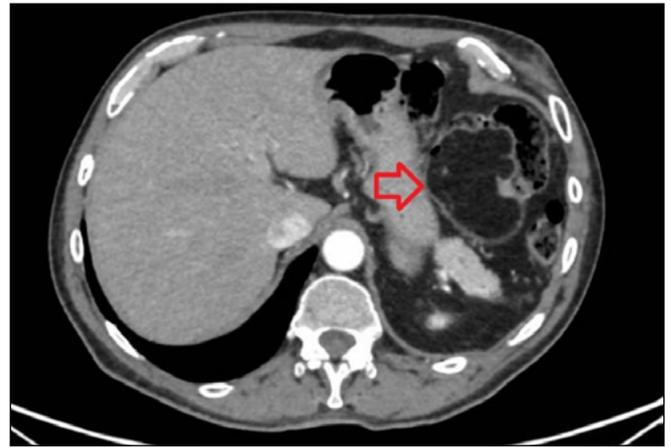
Corte transversal de TC de abdomen donde se muestra masa de 8 x 4 cm de densidad grasa, homogénea, compatible con lipoma, a nivel de ángulo esplénico (Flecha roja).
